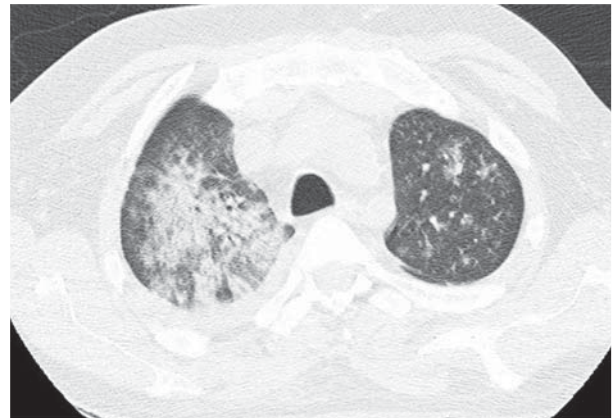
TC de tórax (janela para pulmão) mostrando, nos lobos superiores, áreas de consolidação associadas a vidro fosco.
